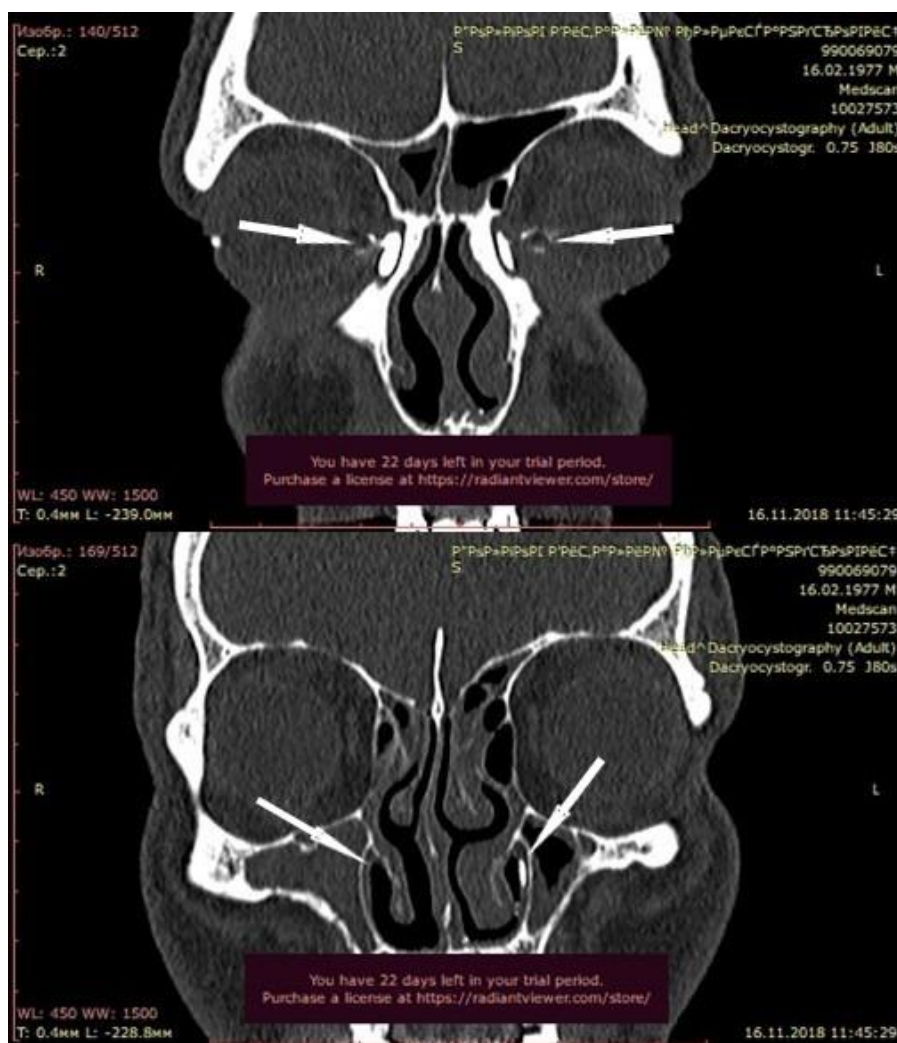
КТ слезных путей с контрастом. Фронтальная проекция. На снимках стрелками указано хорошее контрастирование слезоотводящих путей с двух сторон (А) и отсутствие контрастного вещества в правом нижнем носовом ходе (Б). Заключение: Дистальная непроходимость слезоотводящих путей справа на уровне перехода слезного мешка в носослезный проток.
